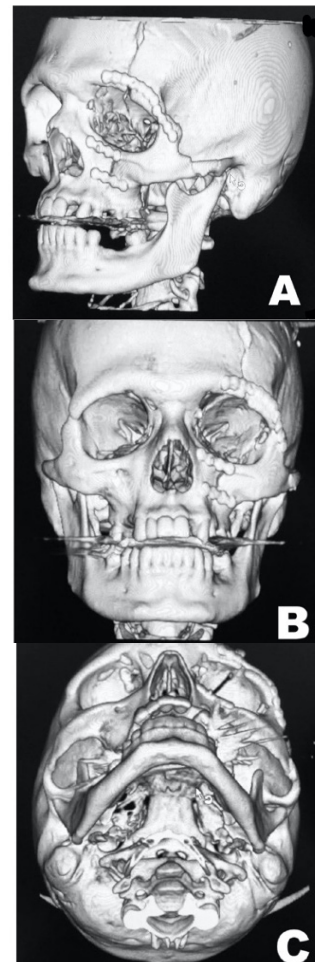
3D Postoperative tomography showing osteosynthesis of facial fractures: (A) = Left side; (B) = Front view; (C) = Axial view.
